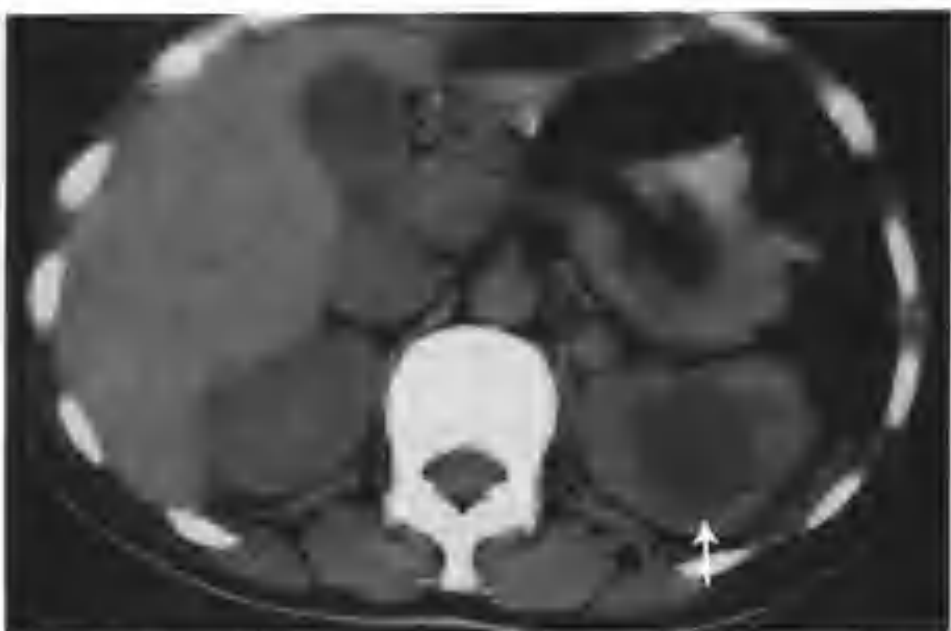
左侧重复肾畸形并上肾积液 (CT 平扫见左肾上极囊状低密度区，边界清楚 (箭头))
